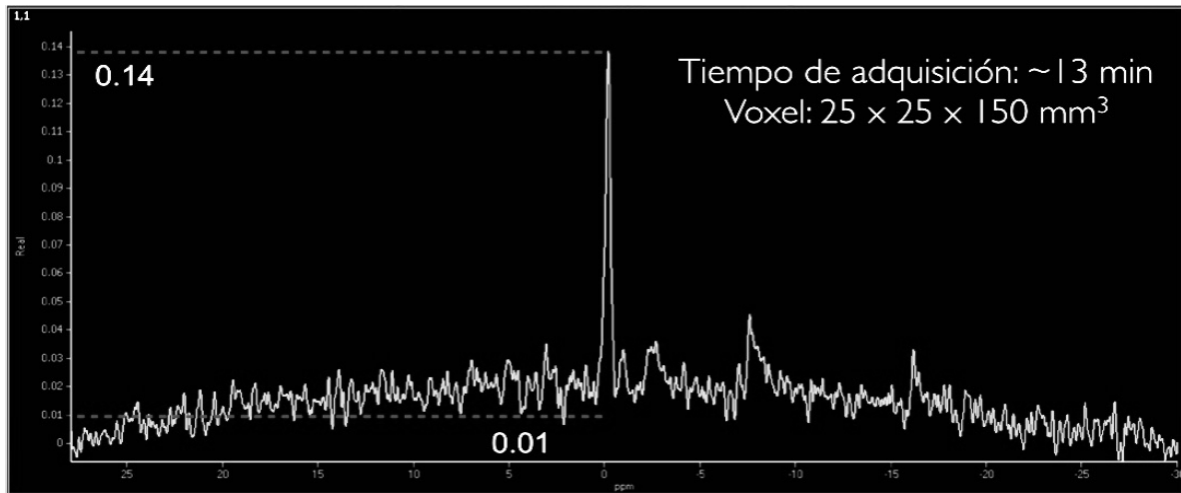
(Izquierda) Imagen de IRM de fémur de un sujeto sano.*
